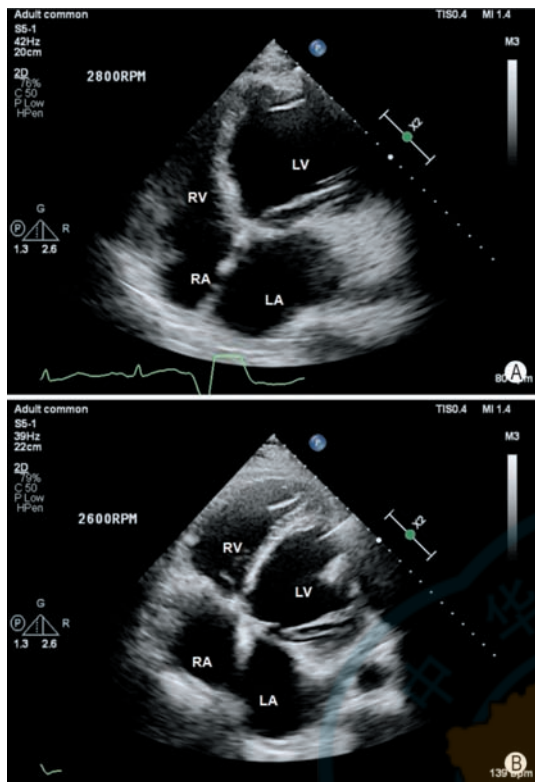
术后二维超声显示室间隔位置 A: 室间隔右偏; B: 室间隔基本居中 (RA: 右心房; LA: 左心房; LV: 左心室; RV: 右心室)
